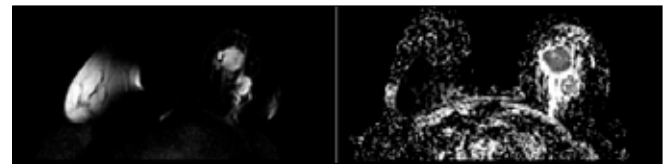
Masses demonstrated high signal intensity on DWI and signs of restriction on ADC map with corresponding low ADC values.
